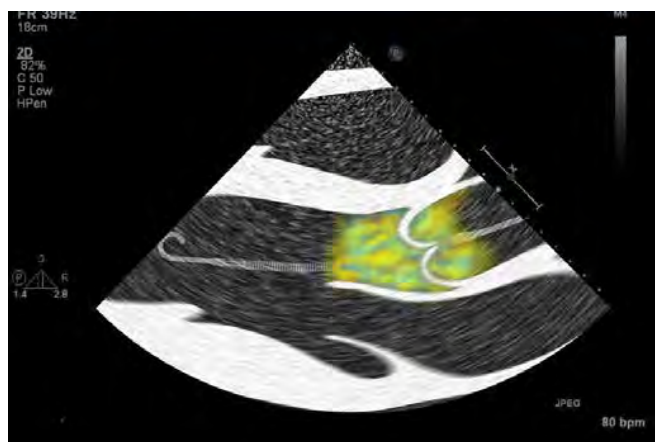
Posizione errata del catetere Impella (TTE color doppler)
